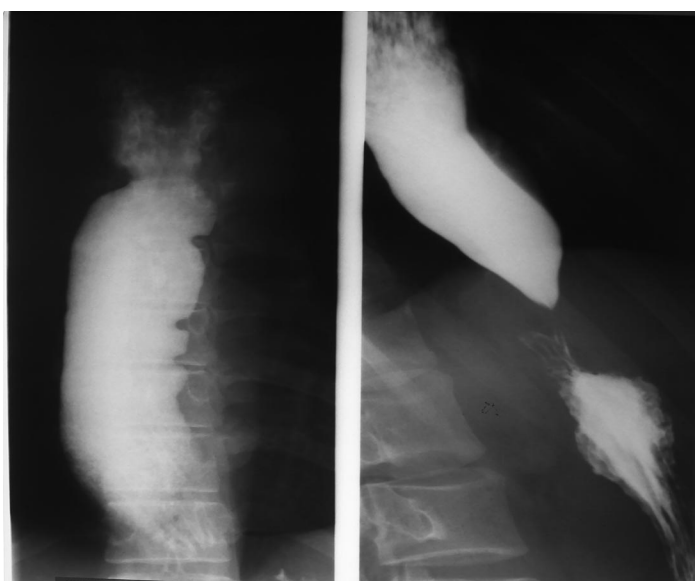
Рентгенограмма пищевода до операции, больная N 44 лет, АК 3стадии
